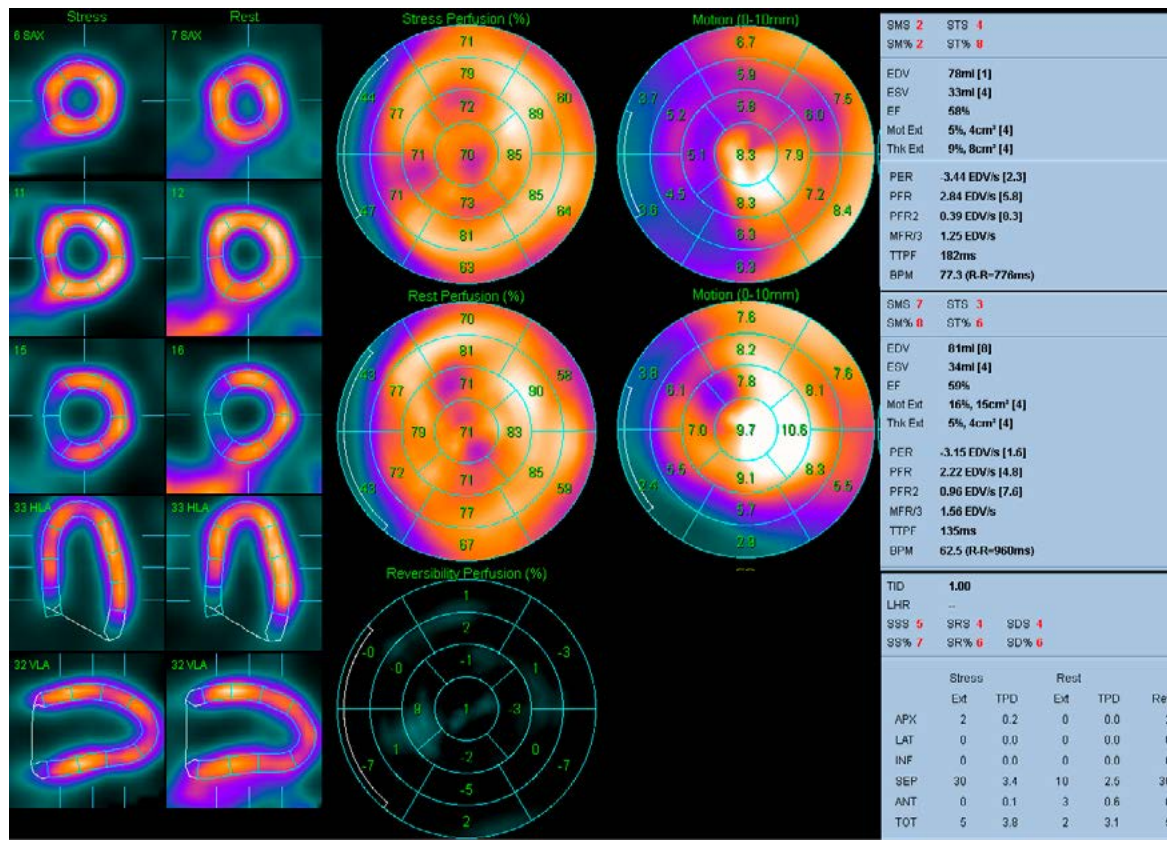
Наиболее типичная картина перфузии миокарда при ГХС на примере пациента 49 лет с длительно нелеченной ГХС, атипичной стенокардией и отсутствием ангиографических признаков значимой коронарной патологии. Нагрузочная проба отрицательная, 125Вт. Визуализируется диффузная неравномерность перфузии без существенных изменений после нагрузочной пробы, ФВ ЛЖ не снижена.
